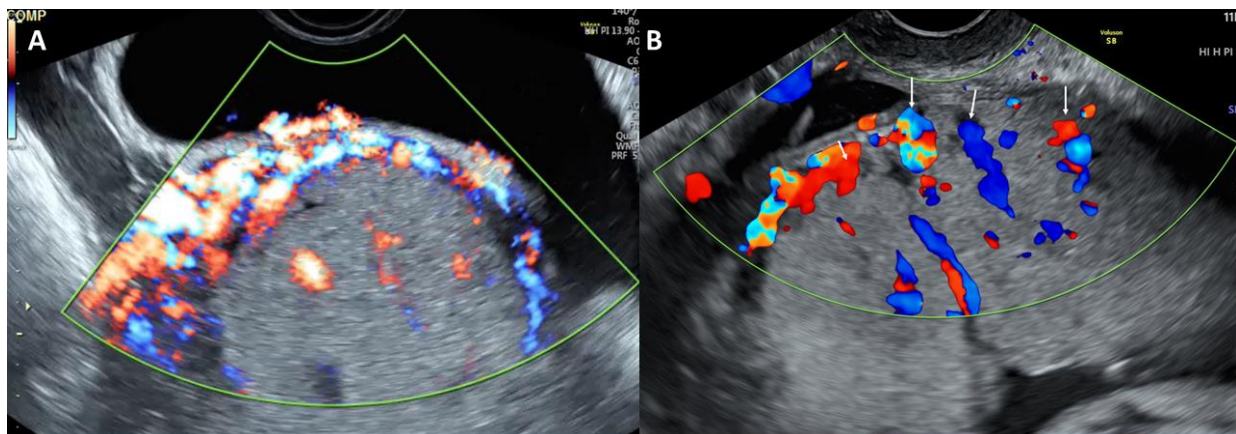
Imagen de Doppler color donde se evidencia la hipervascularización uterovesical (A) y la presencia de “bridging vessels” (B).
